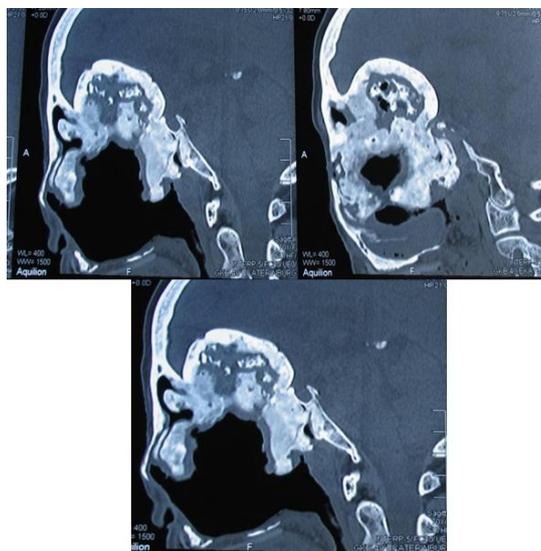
КТ картина фиброзной дисплазии клиновидной и решетчатой костей
